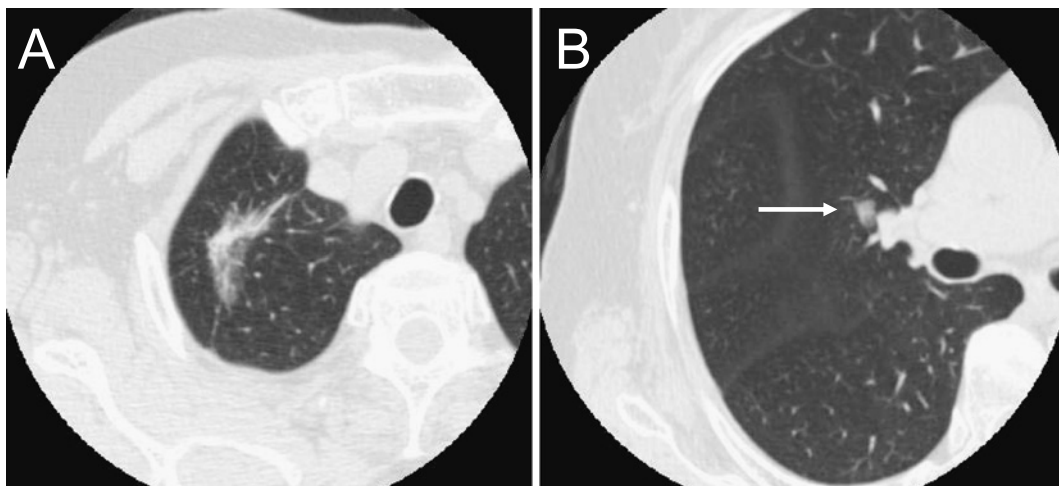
Chest CT shows a mixed ground glass opacity (GGO) in the S¹ segment (A) and GGO in the S³ segment (B).
